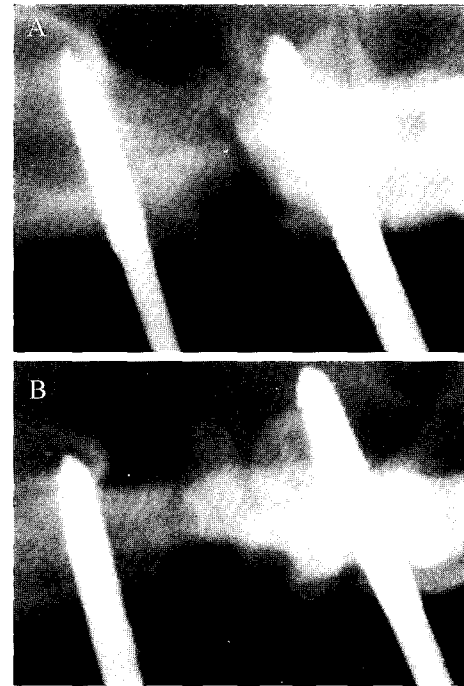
Radiography of mixture of calcium sulfate and sodium hyaluronate injection group. A) Three weeks after finishing bone distraction. B) Five weeks after finishing bone distraction. The distracted area of A) and B) shows the highest radiodense zone in experimental groups. There is a narrow radiolucent zone in distracted area.
